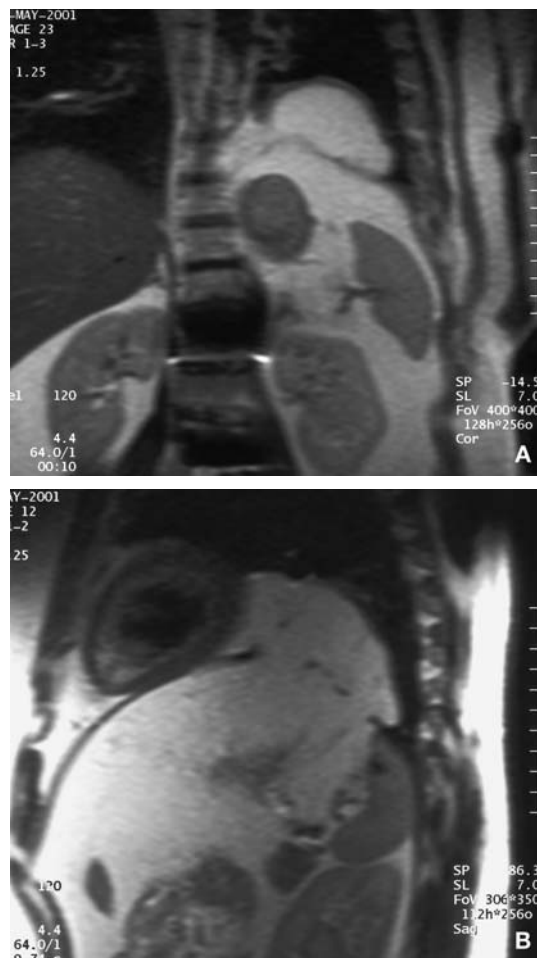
A y B. Resonancia magnética abdominal (secuencia T1): ruptura de la cúpula izquierda.
